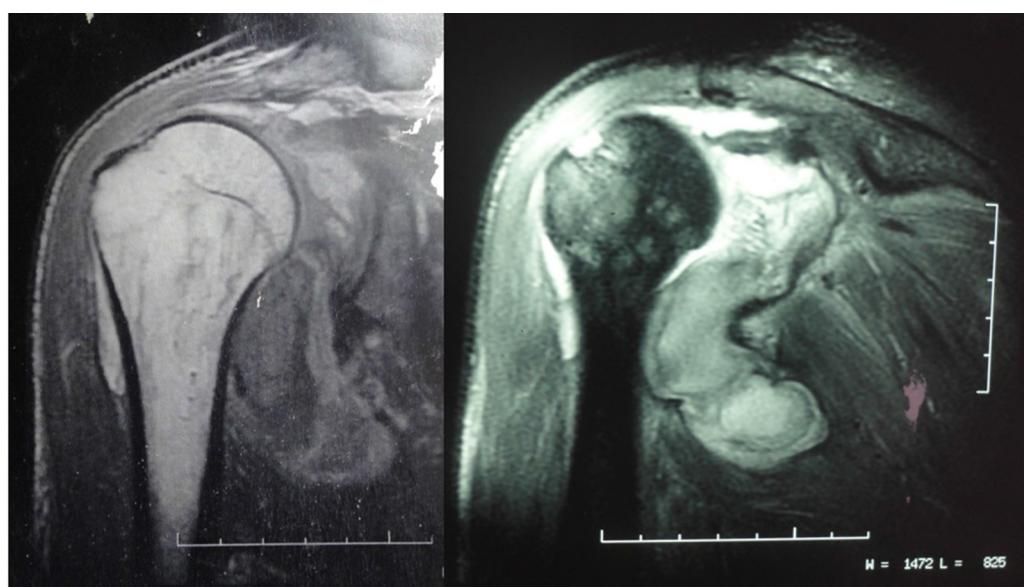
Ressonância nuclear magnética do ombro direito evidenciando o pseudoaneurisma de artéria axilar.
